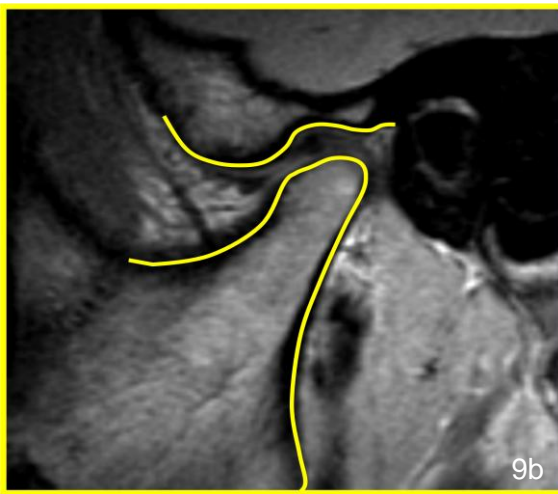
MRI mit Sagittalschnittbild im Bereich eines Kiefergelenks. Milde Deformation; Abflachung des Kondylus (17-jähriger Patient). Aufnahme: FSPGR
